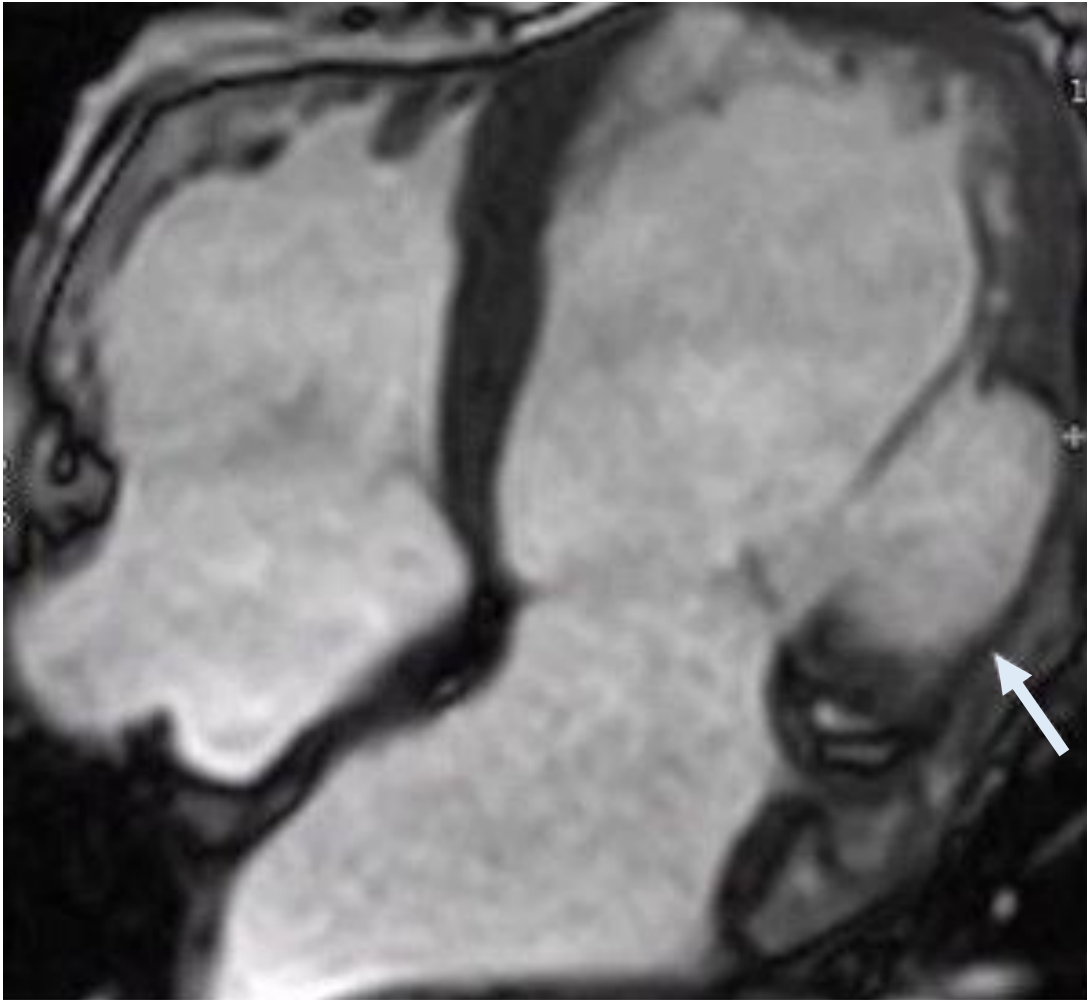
Paciente de 70 años con antecedentes de infarto de miocardio en el territorio de la arteria circunfleja, complicado con rotura de la pared libre que requirió tratamiento quirúrgico (mismo paciente de la figura 7). La resonancia magnética cardíaca de seguimiento muestra una discontinuidad en la pared lateral basal del miocardio, compatible con un pseudoaneurisma (flecha).
